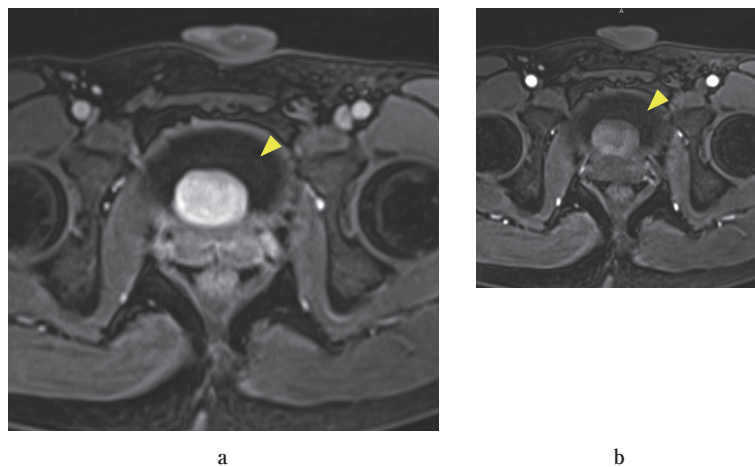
B: Contrast-enhanced MRI shows a mass protruding into the bladder; it is enhanced in the early phase (a), and remains unwashed in the late phase (b).
